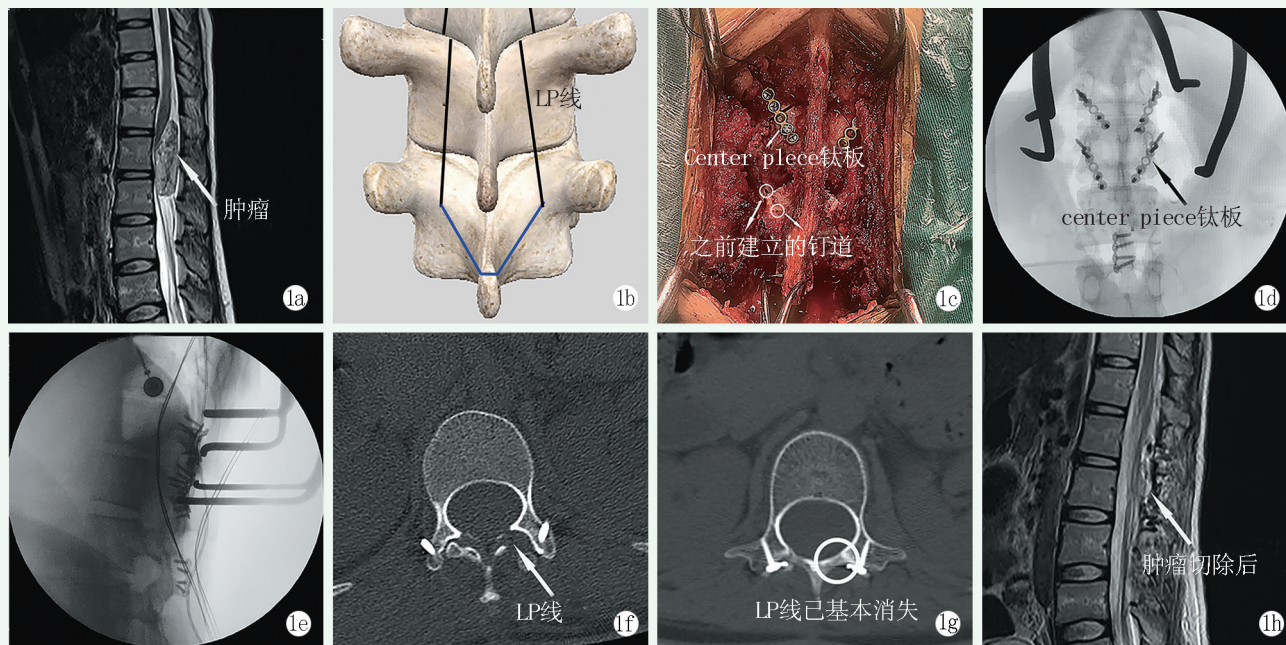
患者,女,21 岁 1a: 术前 MRI 见 T₁₂~L₂ 节段椎管内巨大占位性病变 1b: 黑线表示 LP 线,位于椎弓根内侧缘,蓝线表示术中需要切断棘突的位置 1c: 回植椎板-棘突复合物并沿原钉道安装中央钛板,图中白色圆圈为开窗前预先建立的钉道位置 1d: 术中 C 形臂 X 线机正位 X 线片检查中央钛板位置 1e: 术中 C 形臂 X 线机侧位 X 线片检查中央钛板位置 1f: 术后 1 周 CT 三维重建横断位图像见椎管重建良好,内固定在位 1g: 术后 3 个月 CT 三维重建横断位图像见骨质已基本完全愈合,椎管容积良好 1h: 术后 2 年 MRI 未见肿瘤复发
